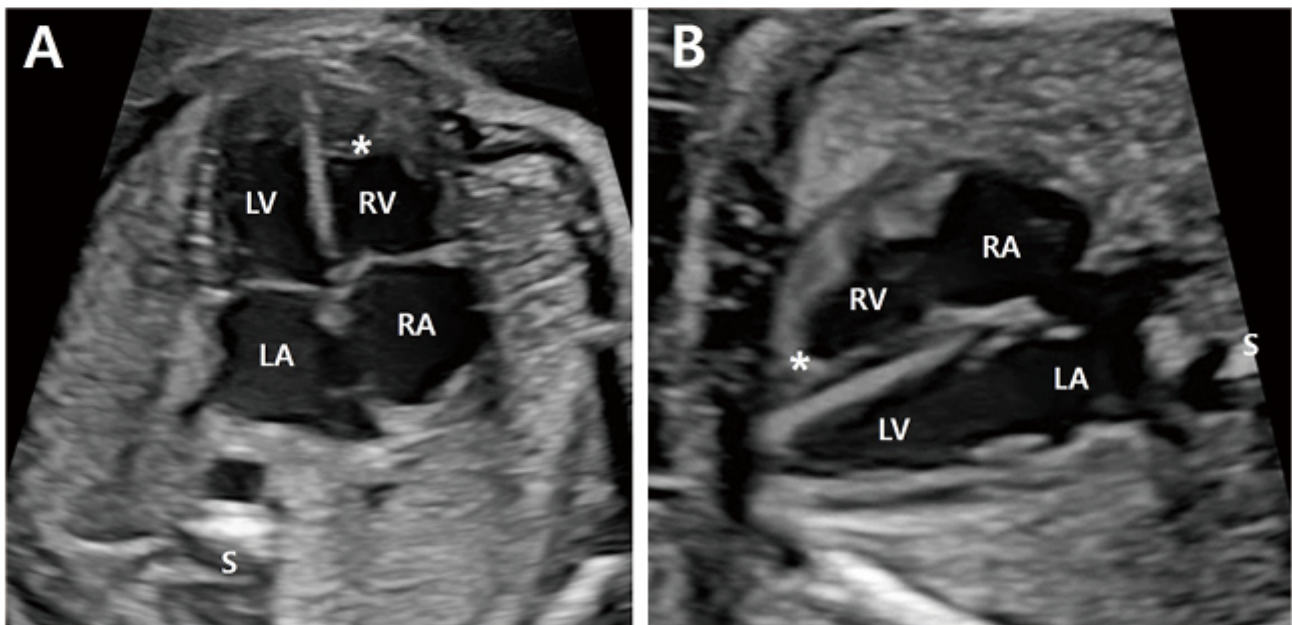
(A) Apical four chamber view, (B) Subcostal four chamber view, left atrium (LA), left ventricle (LV), right atrium (RA), right ventricle (RV), spine (S), asterisk (moderator band).
